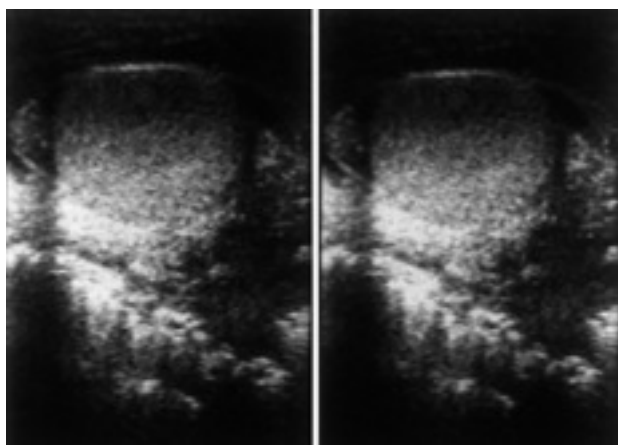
Ecografía de genitales masculinos: edema y colecciones de líquido en los tejidos blandos.
